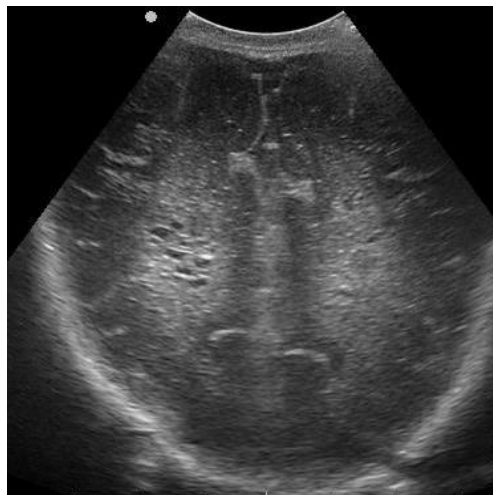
Leucomalacia periventricolare cistica all'ecografia cerebrale
